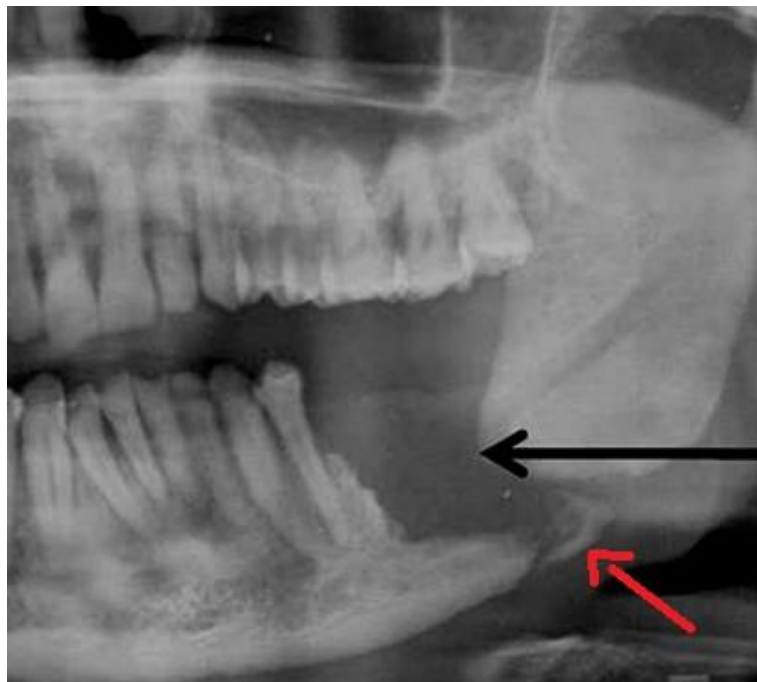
Imagem recortada de uma radiografia panorâmica apresentando fratura patológica (seta vermelha) no corpo mandibular com lesões causadas por radiação, além de apresentar grande lesão osteolítica (seta preta) sugestivo de ORN avançada. (DESHPANDE et al., 2015)
